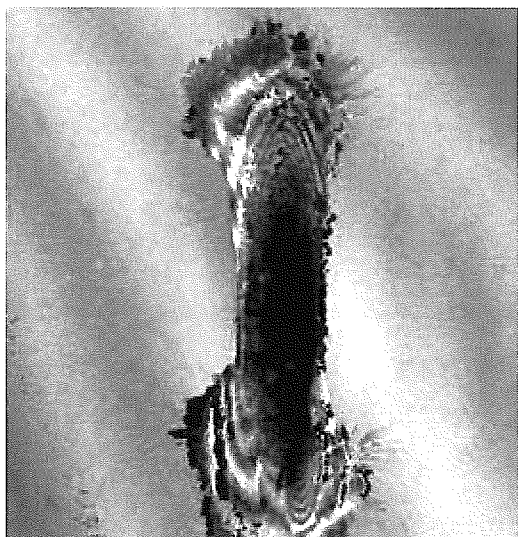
超音波顕微鏡(周波数 1.1GHz)による腎血管平滑筋細胞
